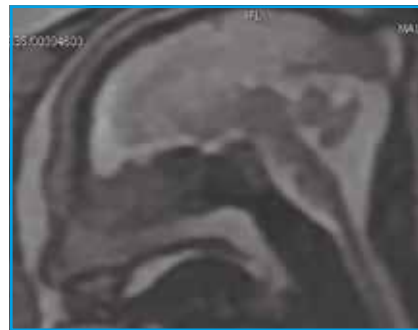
IRM coupe sagittale en T2 : front court, occiput proéminent, diminution du volume cérébral, élargissement des espaces péri-cérébraux, ventriculomégalie, atrophie vermielle.
